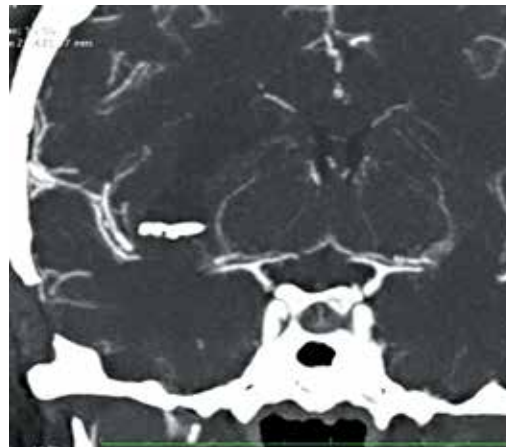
Компьютерная томография внутрочерепных сосудов пациентки С. после операции, фронтальная проекция. В области удаленной гематомы визуализируется клипса
